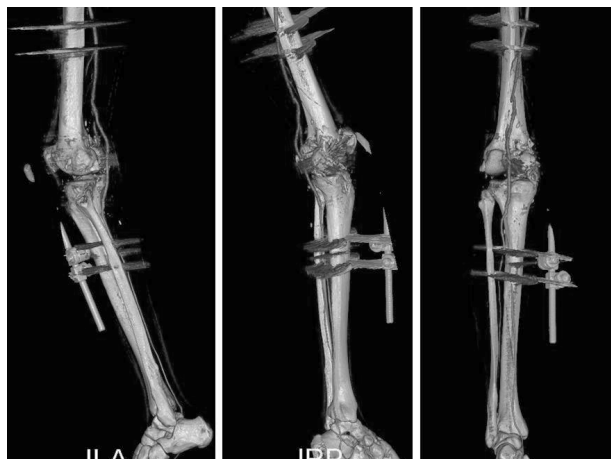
Angiotomografía a los 90 días postoperatorios. By pass y eje vascular permeable hasta el pie sin defectos anastomóticos. Consolidación ósea.
